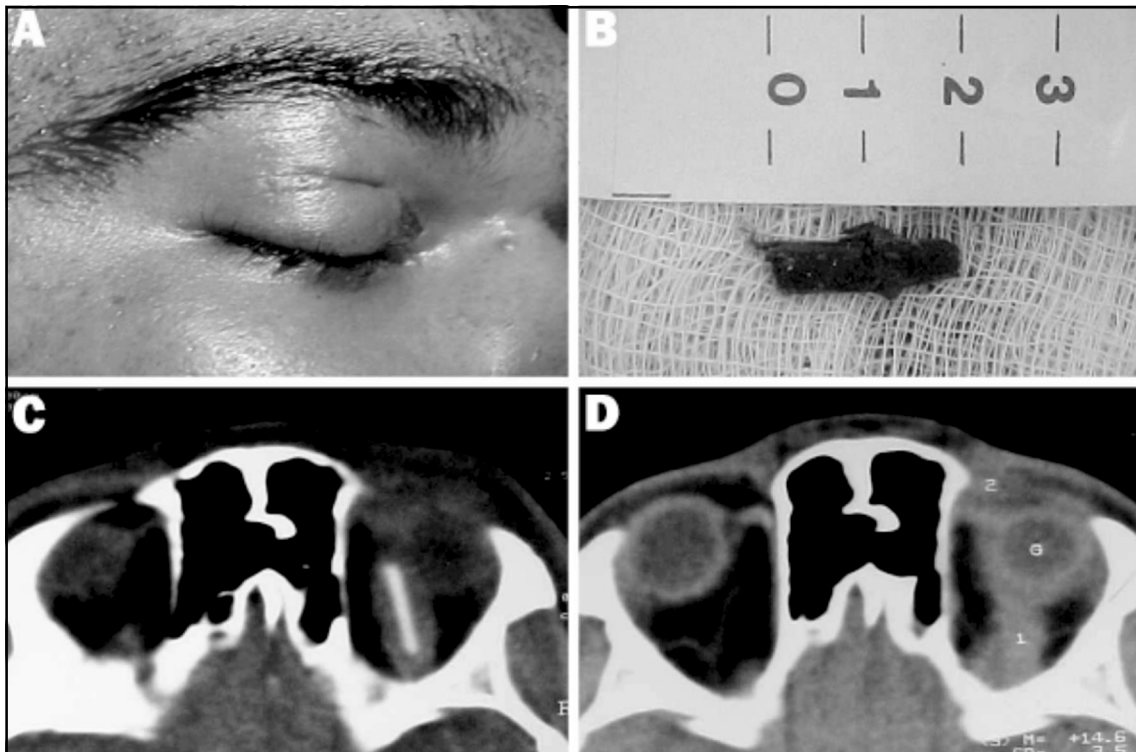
(A): Laceração na região medial da pálpebra superior e cicatriz cirúrgica da abordagem transconjuntival prévia. (B): Corpo estranho medindo cerca de 2,0x0,3 cm. (C), (D): TC de órbitas pré e pós-operatória, respectivamente.
